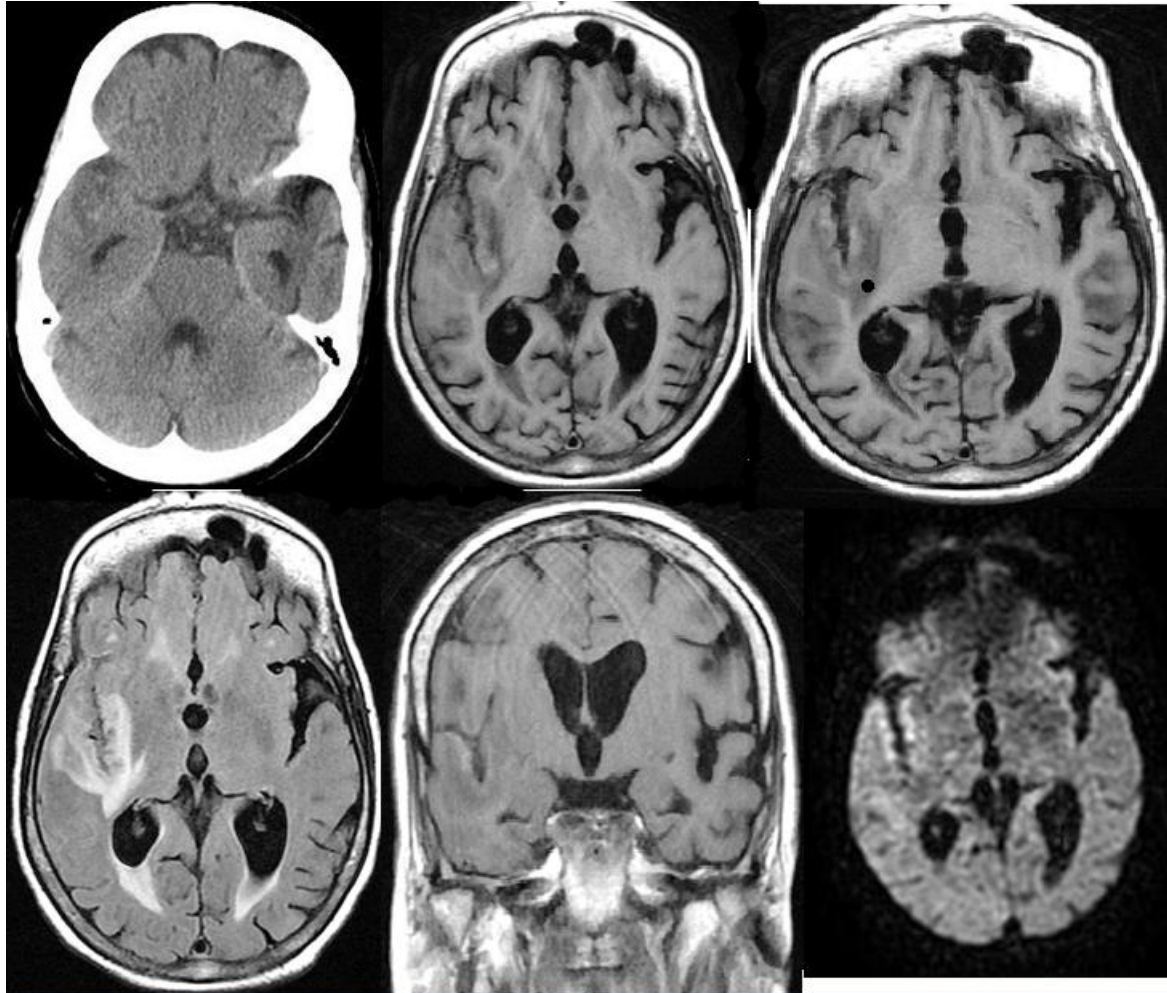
patiente de 35 ans qui consulte pour paralysie faciale centrale gauche d'installation brutale avec syndrome méningé : TDM cérébrale coupe axiale : plage hypodense temporale droite exerçant un effet de masse sur les sillons corticaux en regard (flèche). IRM cérébrale, objectivant une plage cortico sous corticale temporale droite en hyposignalT1, hypersignal T2, et FLAIR, associé à une dilatation des ventricules latéraux avec hypersignal péri ventriculaire : encéphalite tuberculeuse.
